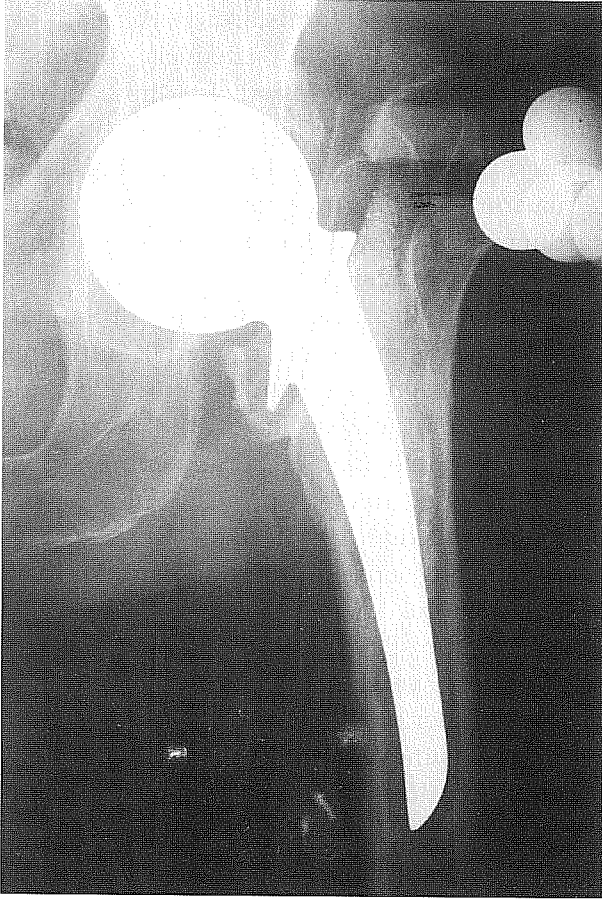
Thompson tipi parsiyel protez uygulanan hastanın ameliyat sonrası 9.yılında kontrol grafisi. Klinik olarak çok iyi sonuç.
